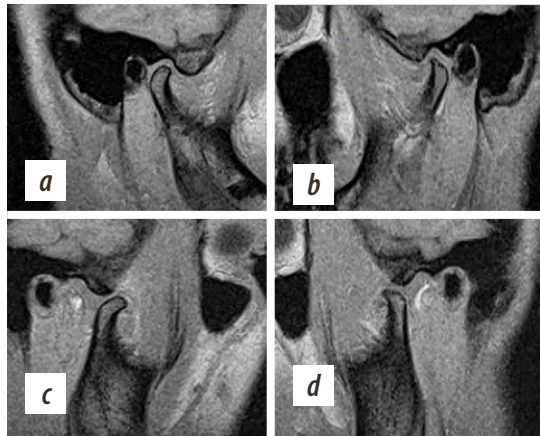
МРТ ВНЧС в кососагиттальной проекции. До лечения: а — при закрытом рте справа, b — слева; с — при открытом рте справа, d — слева. после лечения: e — при закрытом рте справа, f — слева; g — при открытом рте справа, h — слева
